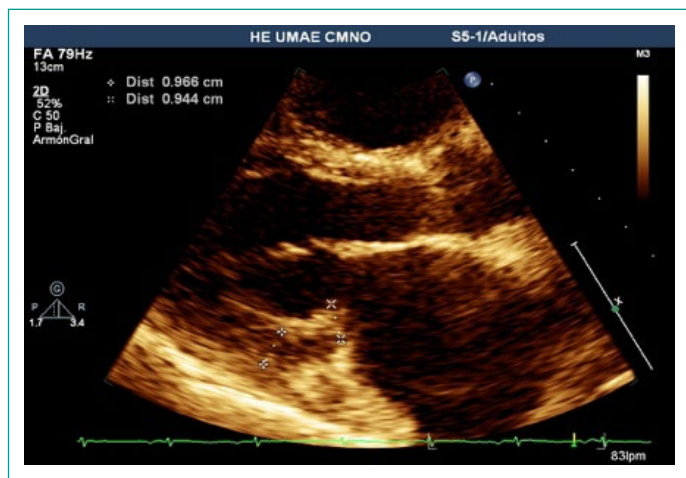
Delaminación de la valva posterior de la válvula mitral en vista parasternal.
